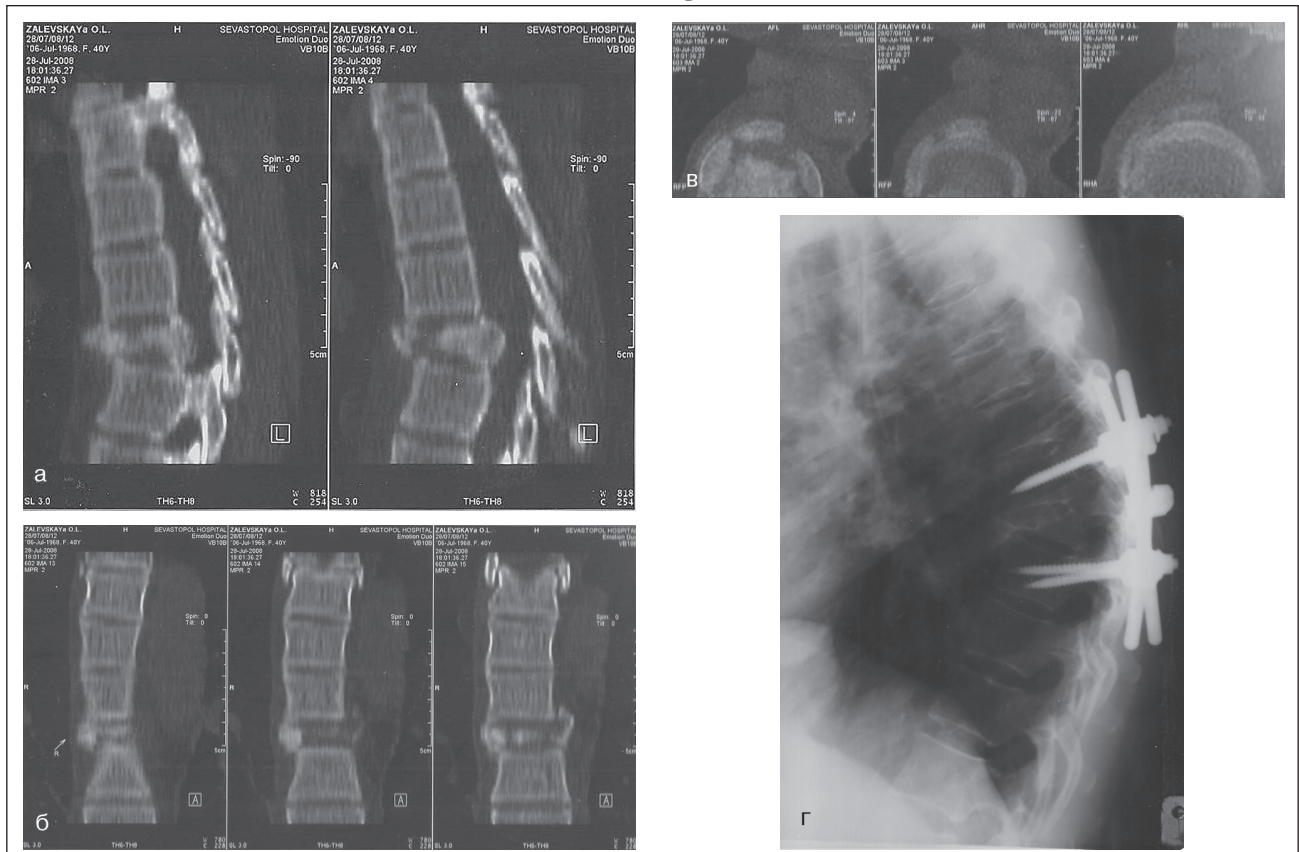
а–в) СКТ: сагітальна, фронтальна, аксіальна площина до оперативного втручання, компресійно-осколковий перелом тіла Th7 IV ступеня у пацієнтки В., 48 років; г) рентгенограма після транспедикулярної фіксації (стабільної) в сагітальній площині, клиноподібна деформація тіла Th7 IV ступеня як наслідок формування кутового кіфозу II ступеня з ураженням міжхребцевих дисків сегментів Th6–Th7, Th7–Th8, міжхребцевий остеохондроз сегментів Th6–Th7, Th7–Th8; скостеніння передньої поздовжньої зв'язки на рівні сегментів Th6–Th7–Th8
